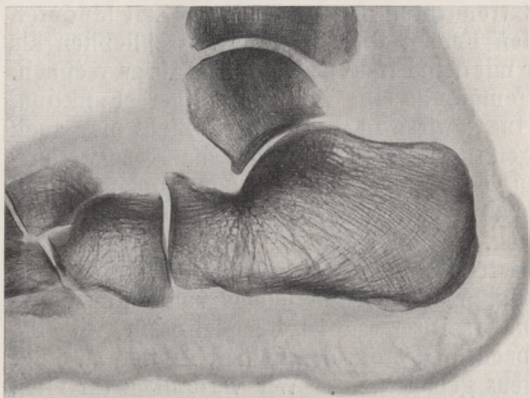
Röntgenbild, wie Fig. 1, von einem Plattfuß.
